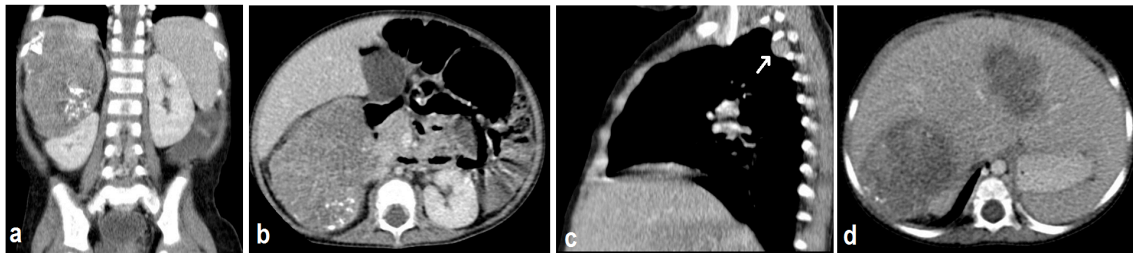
Paciente femenina de 1 año de edad remitida al HOMI por tumor renal metastásico. Tomografía contrastada de abdomen planos coronal (a) y axial (b) muestra masa sólida con calcificaciones curvilíneas rodeando el tumor de probable origen renal derecho. Se asociaba a metástasis pulmonar (flecha blanca en c) y hepáticas (d). El resultado de la histopatología fue el de un tumor rabdoide.
